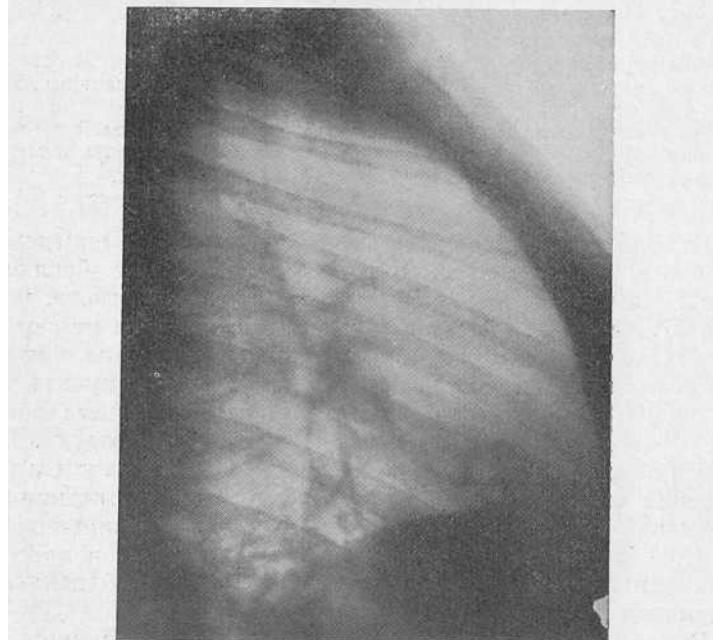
Боковая рентгенограмма той же больной. Средняя и нижняя доли уменьшены в объеме.
